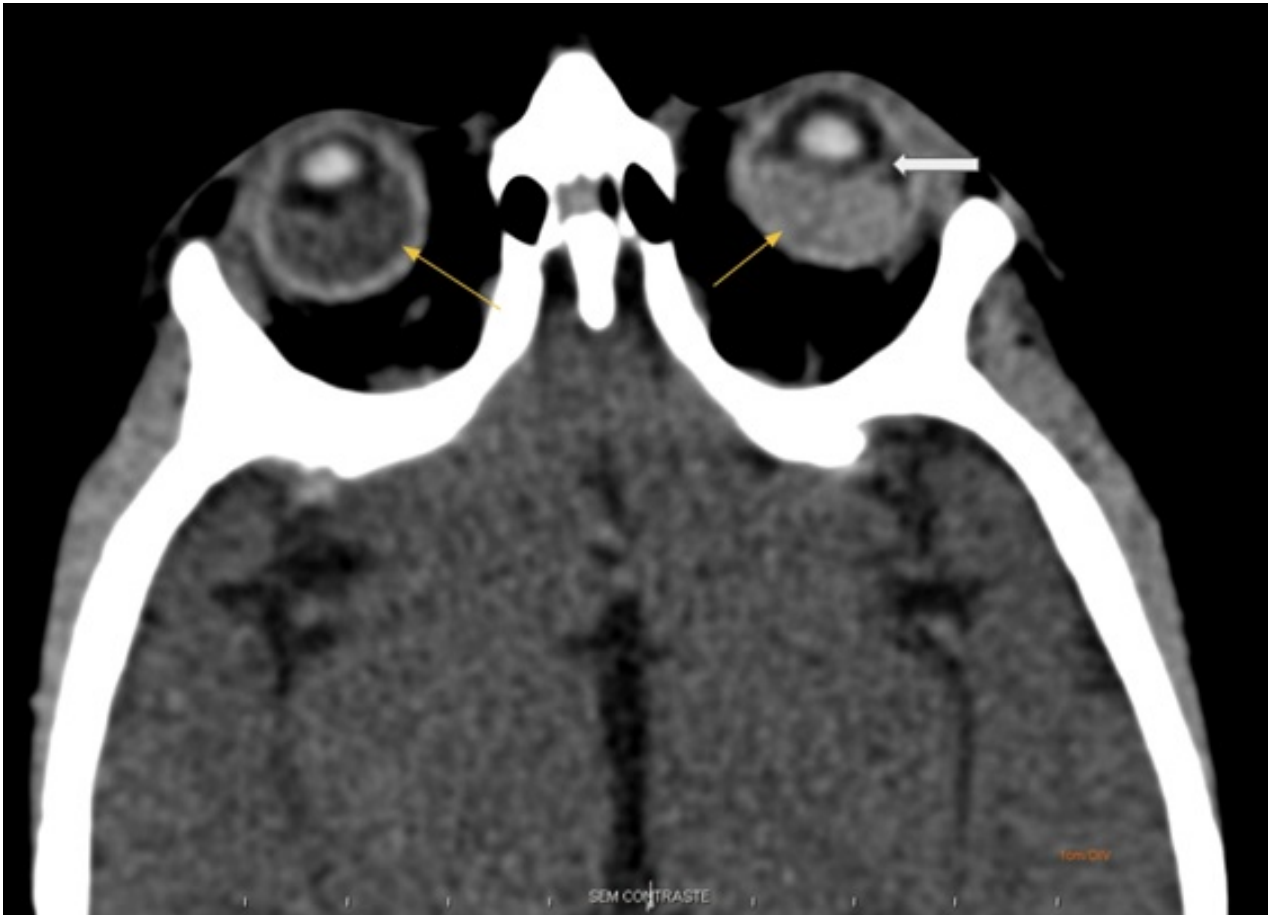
Corte axial de tomografia computadorizada demonstra microftalmia bilateral, destacamento dos folhetos retinianos (seta grossa) e exsudato/sangramento no espaço subretiniano (setas finas).
